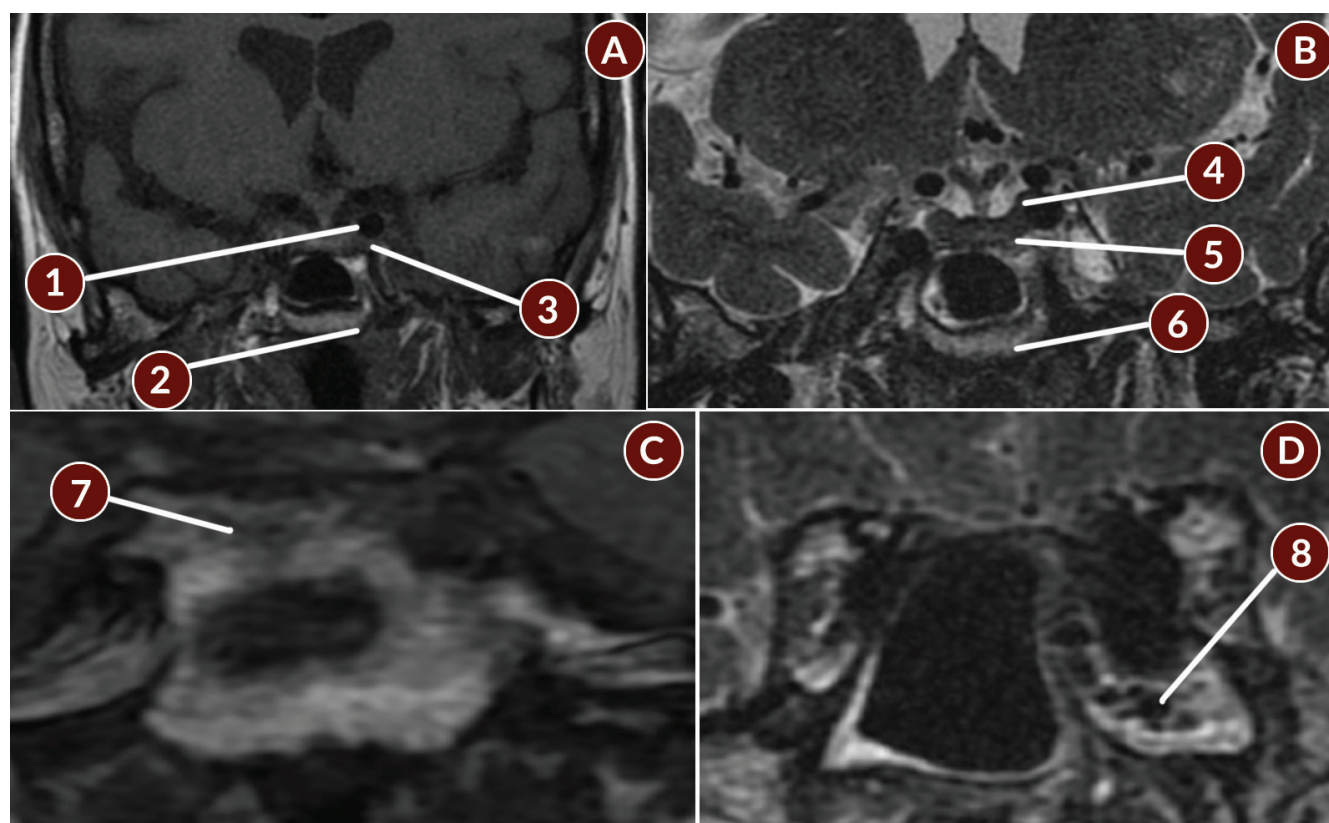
Resonancia magnética nuclear de encéfalo en cortes coronales.
